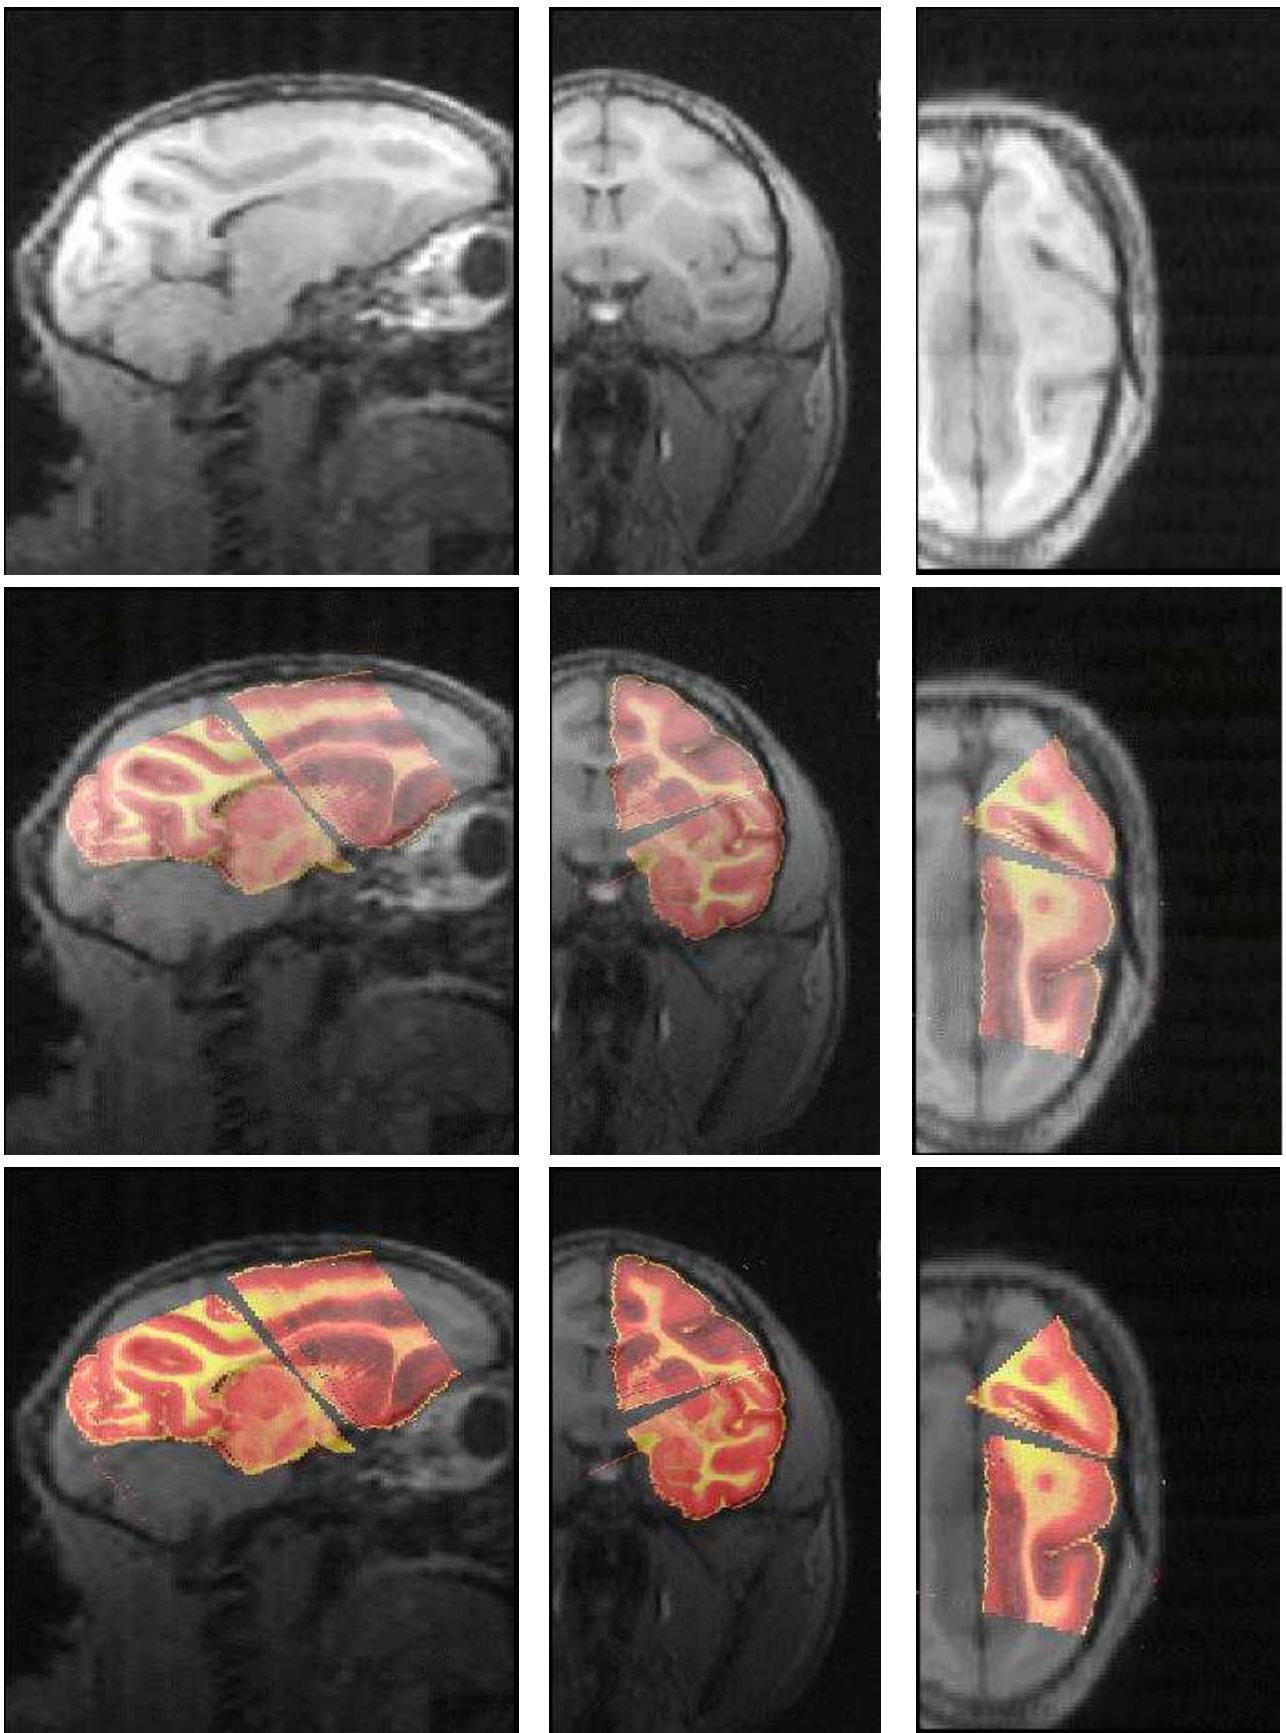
Sur la ligne du haut de chaque figure, nous représentons l'IRM seule. Sur la ligne du milieu, nous avons une opacité moyenne pour les deux images fusionnées. Sur la ligne du bas, nous voyons majoritairement les blocs reconstruits.
